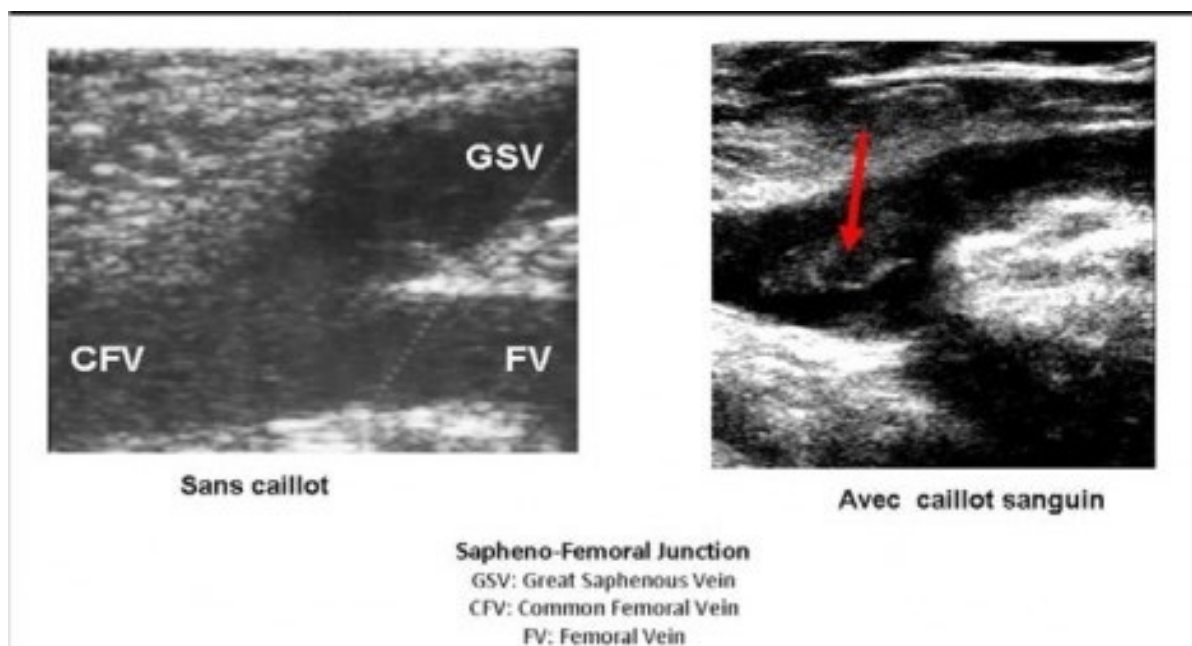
Visualisation par echo-doppler d'un caillot sanguin à la jonction saphéno-fémorale
